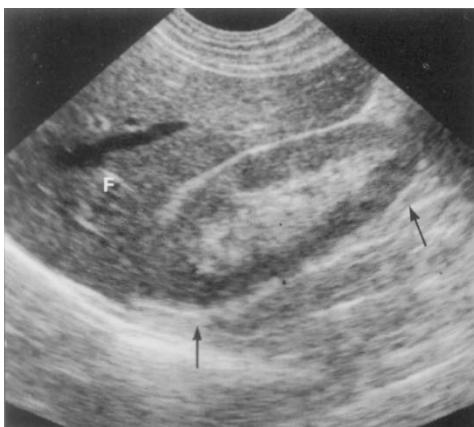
Ecografia renală
